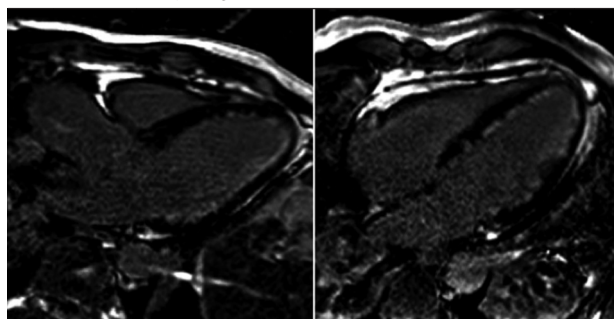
IRM du cas clinique: atteinte cardiaque dans le cadre d'un syndrome de Churg-Strauss
